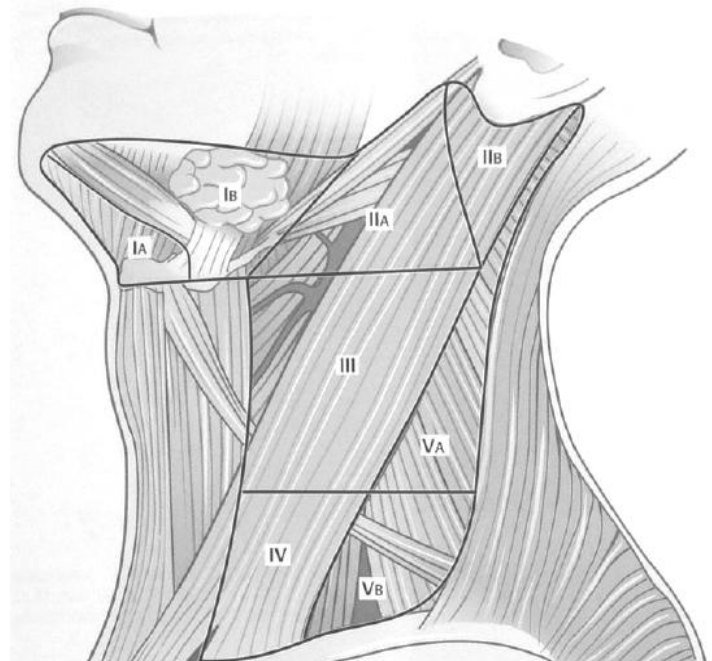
Abbildung aus: Iro H, Bozzato A, Zenk J (eds) (2013) Atlas of Head and Neck Ultrasound. Thieme, Stuttgart
